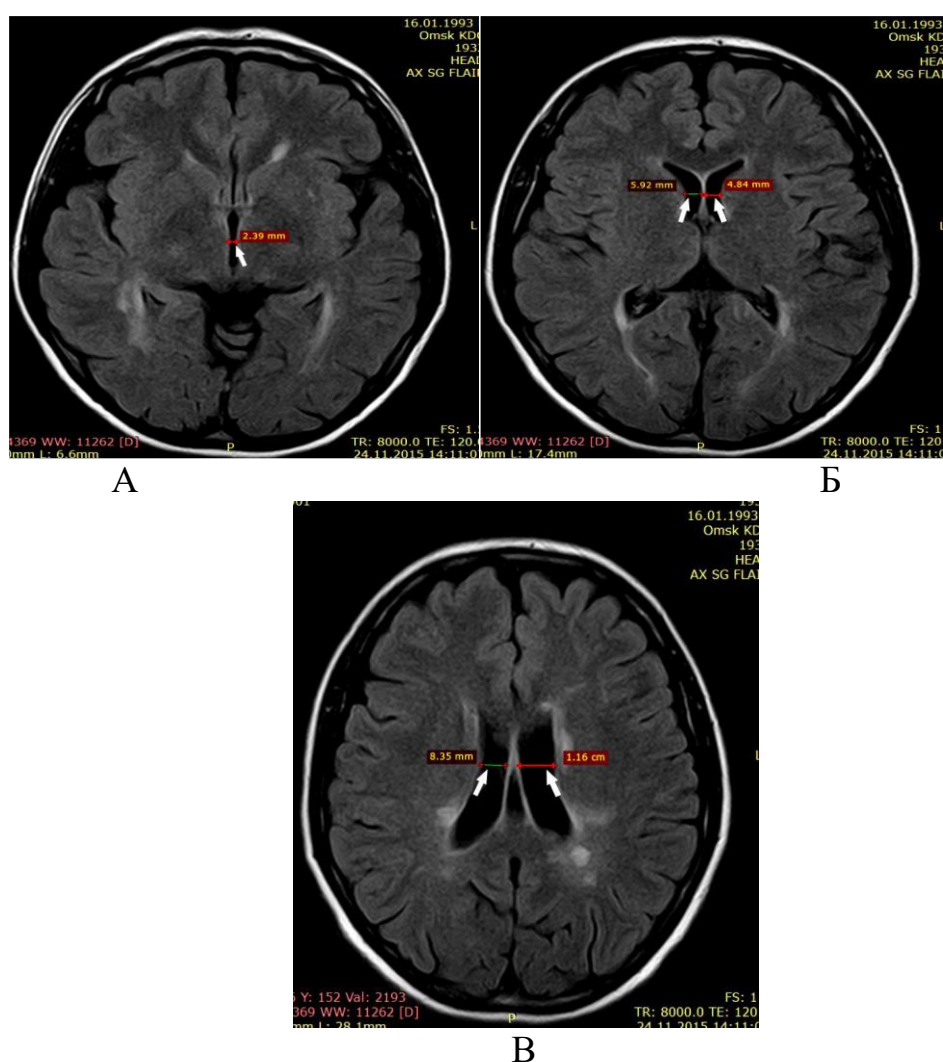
Аксиальные МР- изображения головного мозга больной М. в режиме FLAIR:: А – ширина III желудочка; Б – ширина передних рогов боковых желудочков; В – ширина тел боковых желудочков
